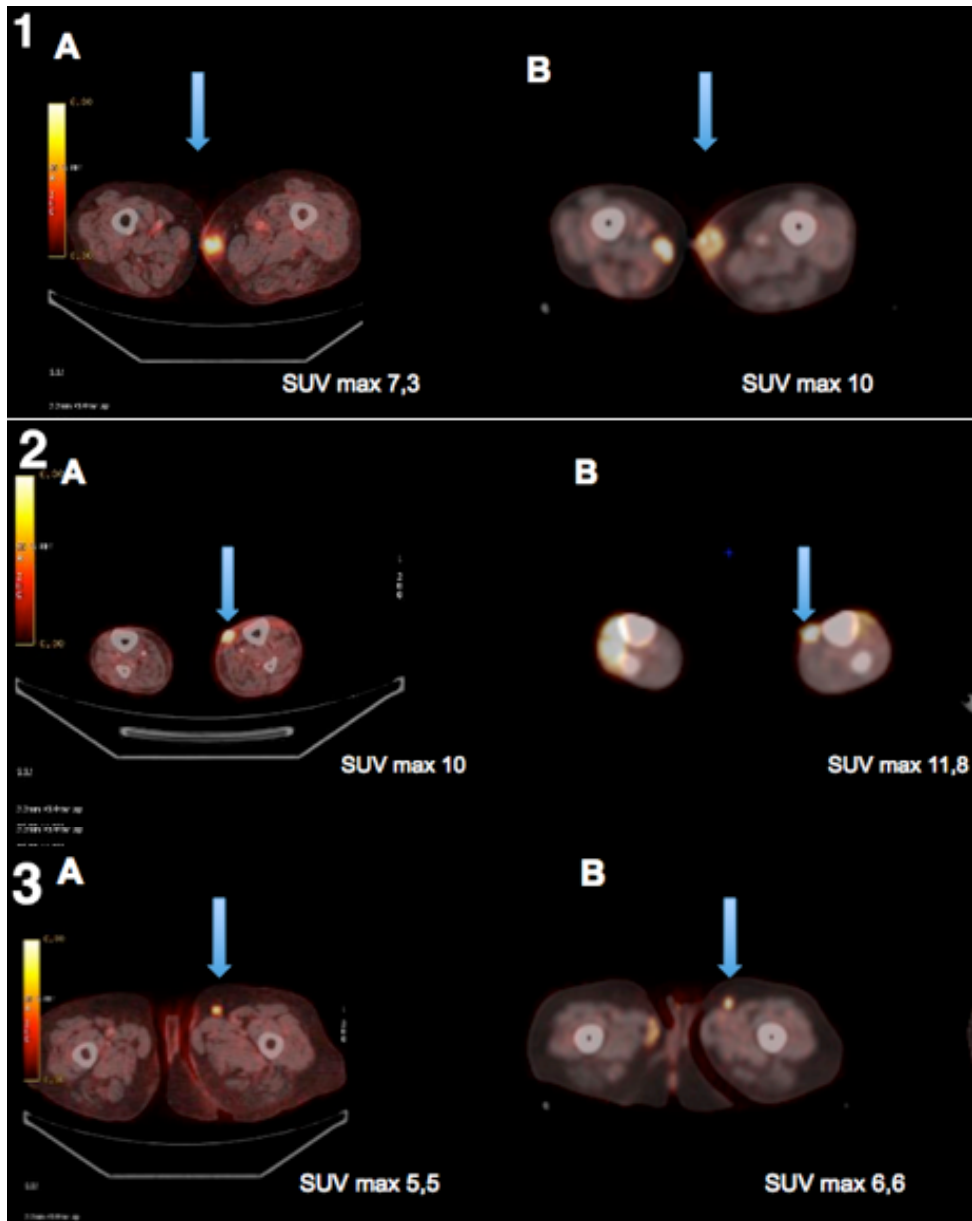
Réponse au TEP-18FDG de la patiente 4
